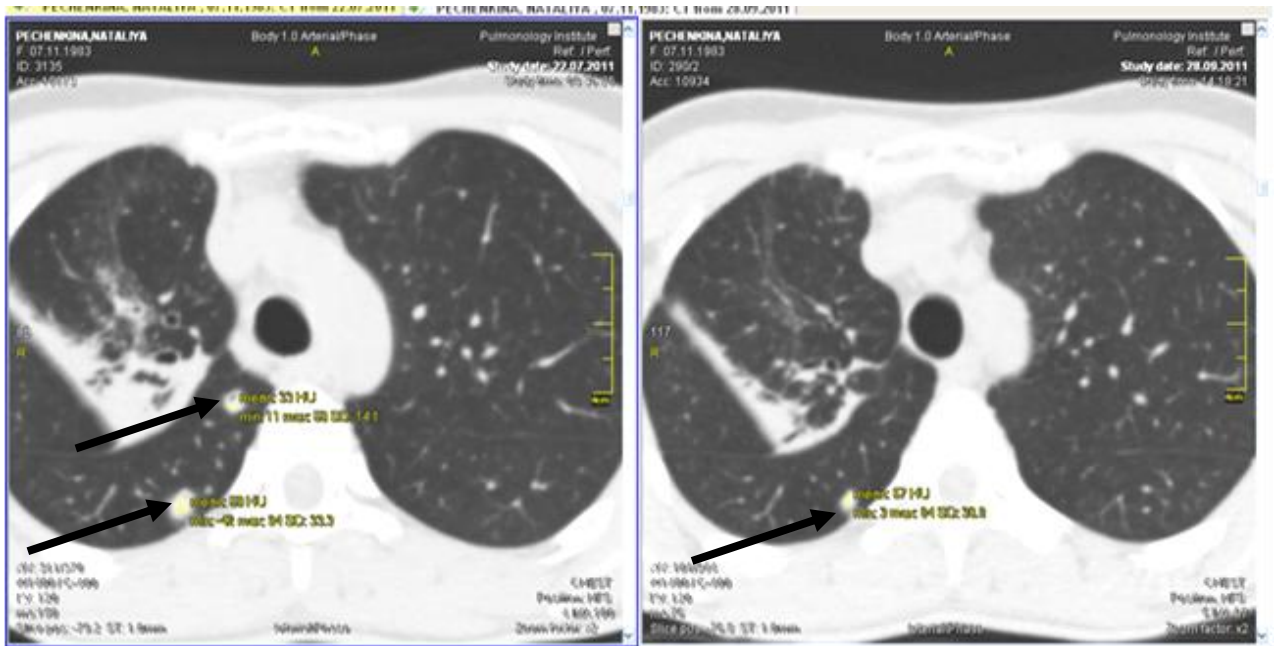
1. Аксіальні зрізи КТ хворого Р. до початку лікування (зліва) та після ІФ хіміотерапії з даними денситометричних показників (стрілками вказані вогнища).
